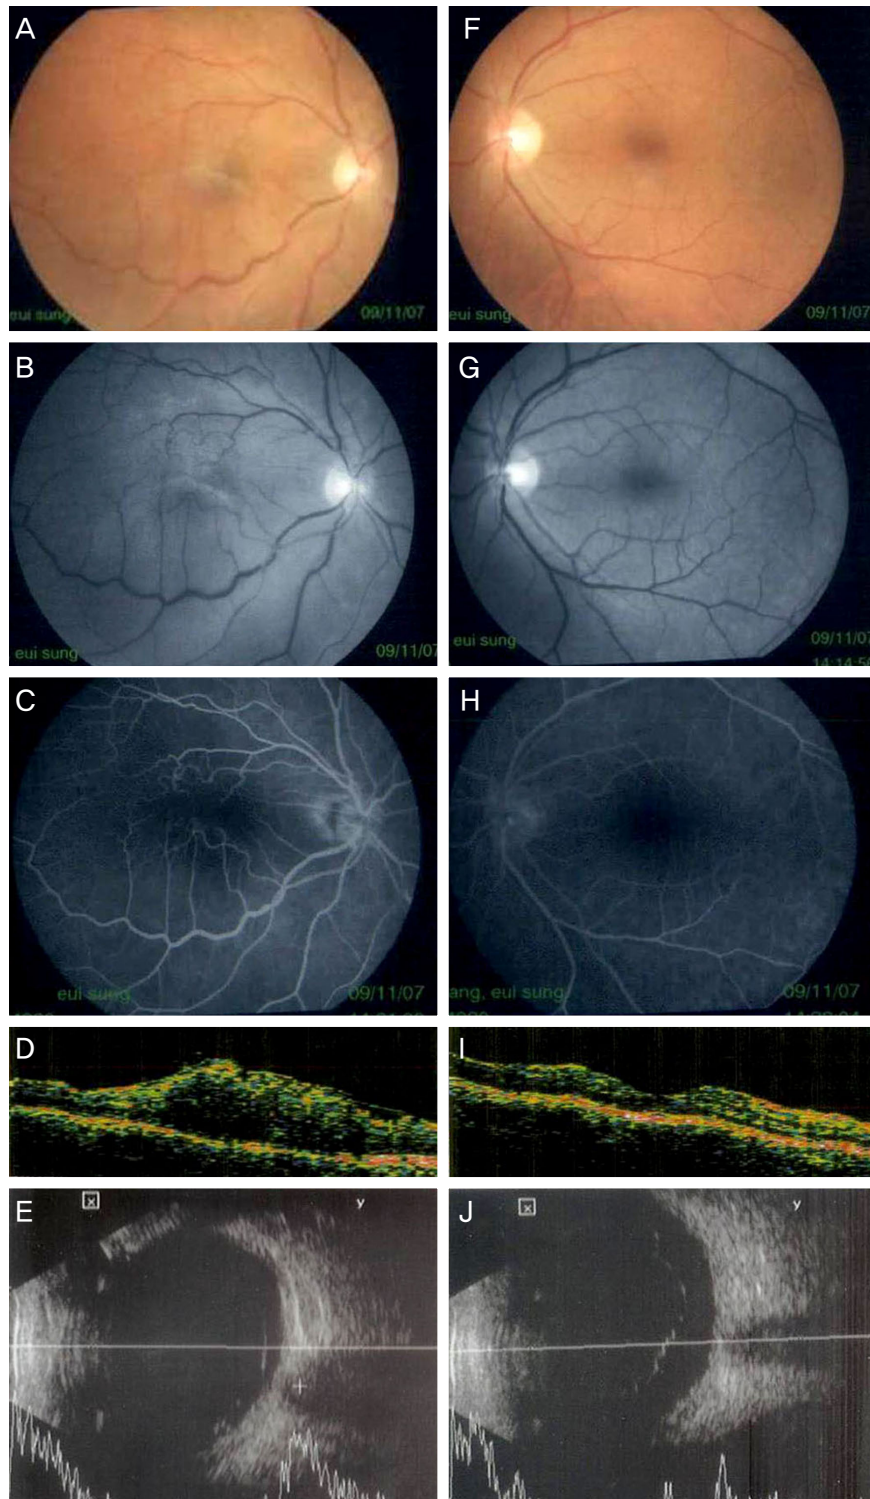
At initial visit of a 61-year-old male, idiopathic epiretinal membrane (ERM) in the right eye was noticed. There was no abnormal finding in the left eye. His visual acuity was 0.2 in the right eye and 1.0 in the left eye. Color (A) and red-free (B) fundus photograph demonstrates the ERM in the right eye. Fluorescein angiogram (C) shows no significant ERM-associated leakage. Optical coherence tomography (OCT) shows ERM with macular edema (D). Color (F), red-free (G) fundus photograph, fluorescein angiogram (H) and OCT (I) scan of the left eye shows no abnormality. Partial PVD of the right eye (E) and complete PVD of the left eye (J) were verified through B-scan ultrasonography.
